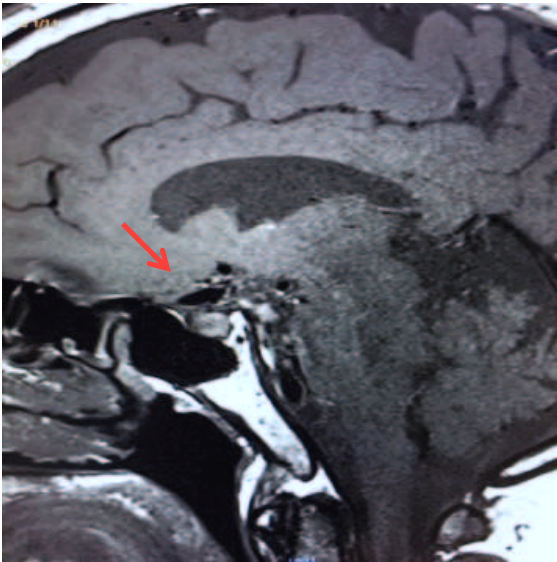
RMN di parete: nessuna presa di contrasto nella parete dell'aneurisma dell'arteria comunicante anteriore
